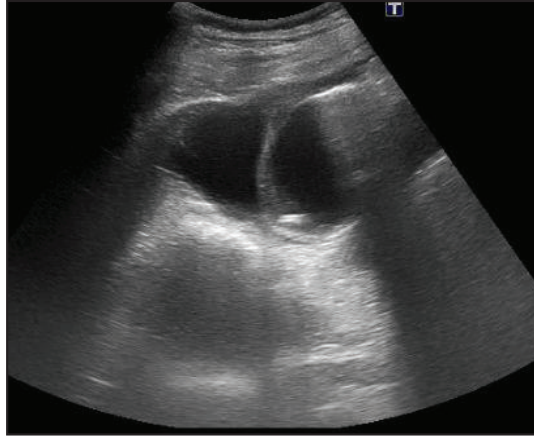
Ecografía modo B en la que se observa colelitiasis aguda enfisematosa con aire en fundus vesicular y una colección adyacente
